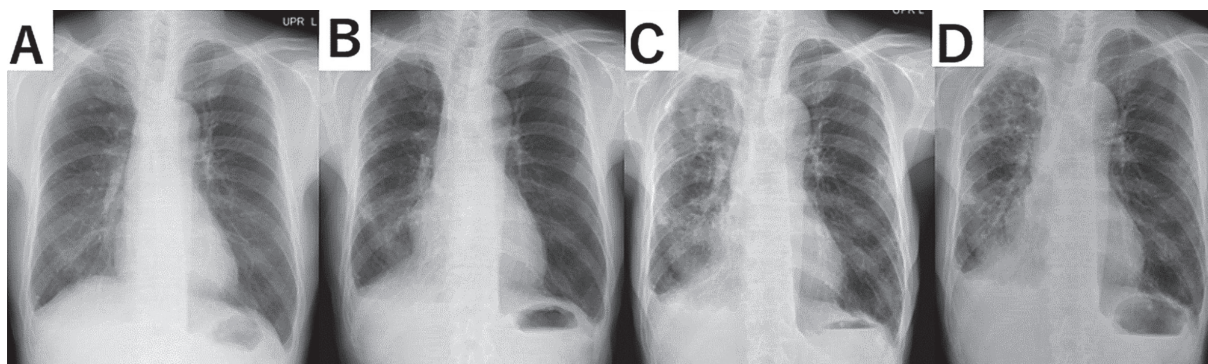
Chest radiography (A) At 67 years of age: shows a small granular shadow in the right lower lung due to childhood tuberculosis. (B) At 76 years of age: shows consolidation in the right, predominantly lower, lung. (C) At 83 years of age, before treatment: shows developing consolidation in the right lung with a cavity in the right upper area. (D) At 85 years of age, after treatment: shows reducing consolidation in the right lung field: but the cavity has increased in the right upper area.
